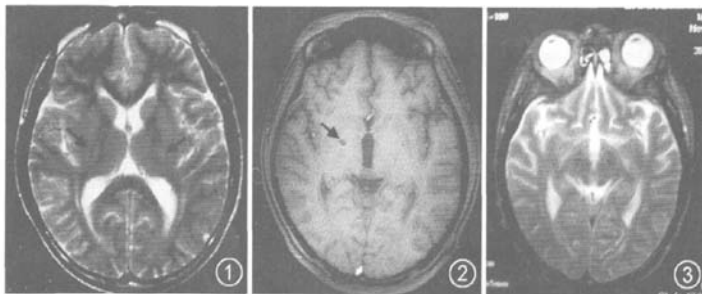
患者术前脑MRI T₂像。T₂加权像示双侧苍白球呈低信号,中央略高信号,病变部位为虎眼征(箭头) 图2 患者术前脑MRI T₁像。苍白球区为陈旧毁损灶(箭头) 图3 患者术后1.5 T MRI扫描成像。双侧脑深部电刺激术电极头端位于双侧丘脑底核内
